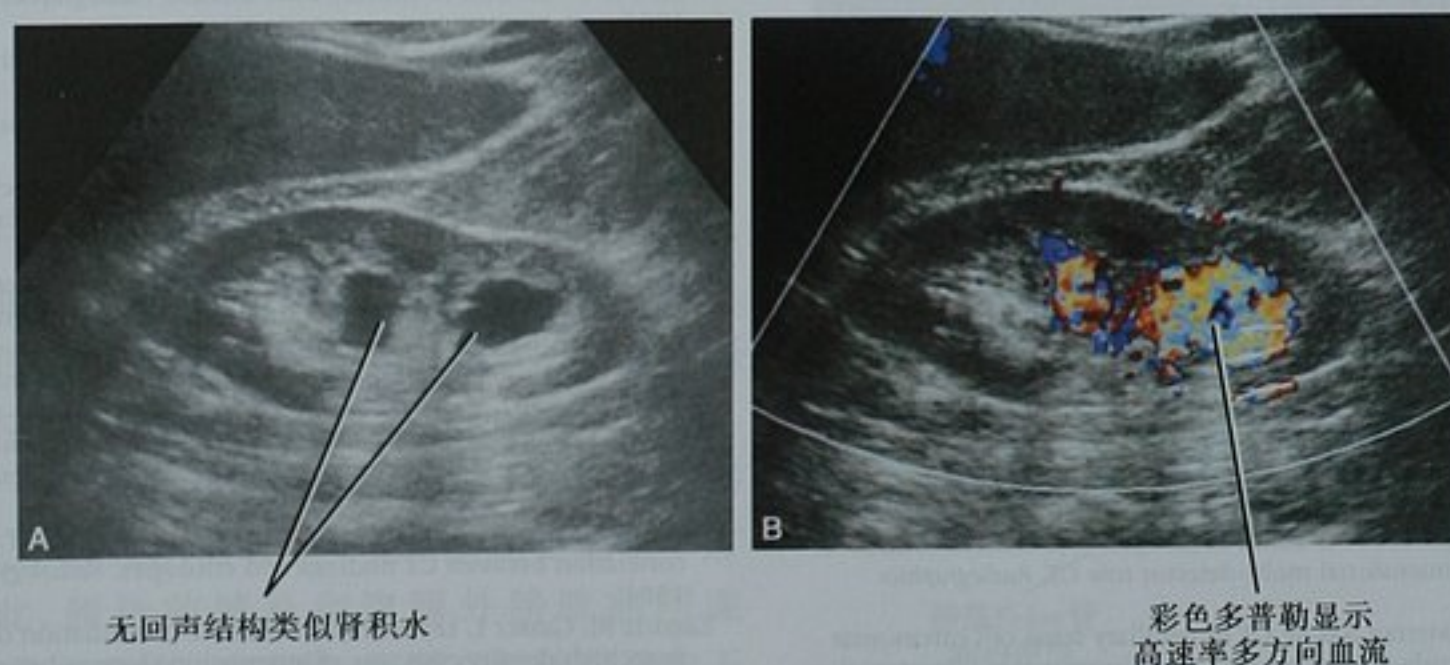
肾动静脉畸形(AVM)类似肾积水。A. 右肾矢状位图像显示肾 AVM, 表现类似肾积水; B. 彩色多普勒超声显示无回声结构内存在明显的血流
